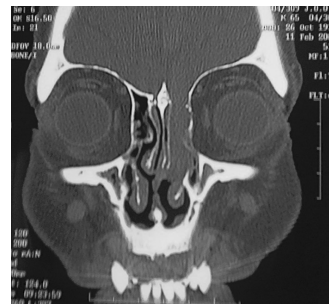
TAC coronal previo: Formación que ocupa el etmoides anterior, en continuidad con el endocráneo a través de una dehiscencia sea del techo de la fosa nasal izquierda.
